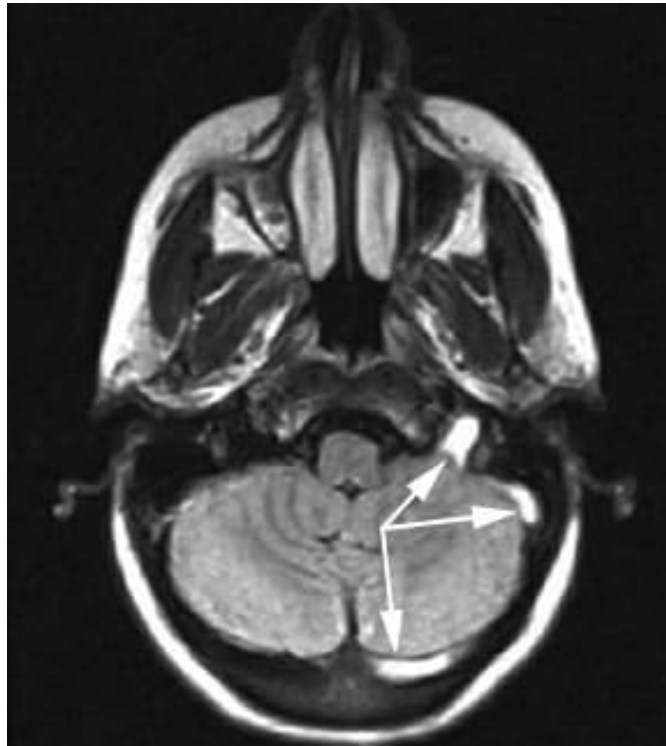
Resonancia de cráneo, simple, T1, axial. Se observa imagen hiperintensa que se extiende desde la proyección de la tórula, seno transverso, sigmoide y yugular izquierda (flecha).
